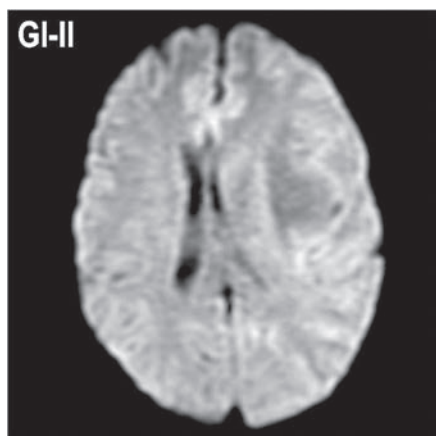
Отсутствие изменения МР-сигнала на DWI в фибриллярной астроцитоме
